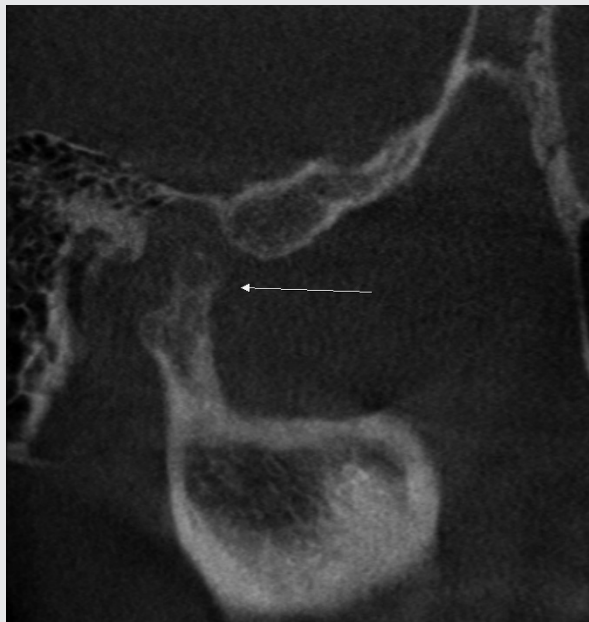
Preoperative CBCT views. Right condylar malformation is observed.
